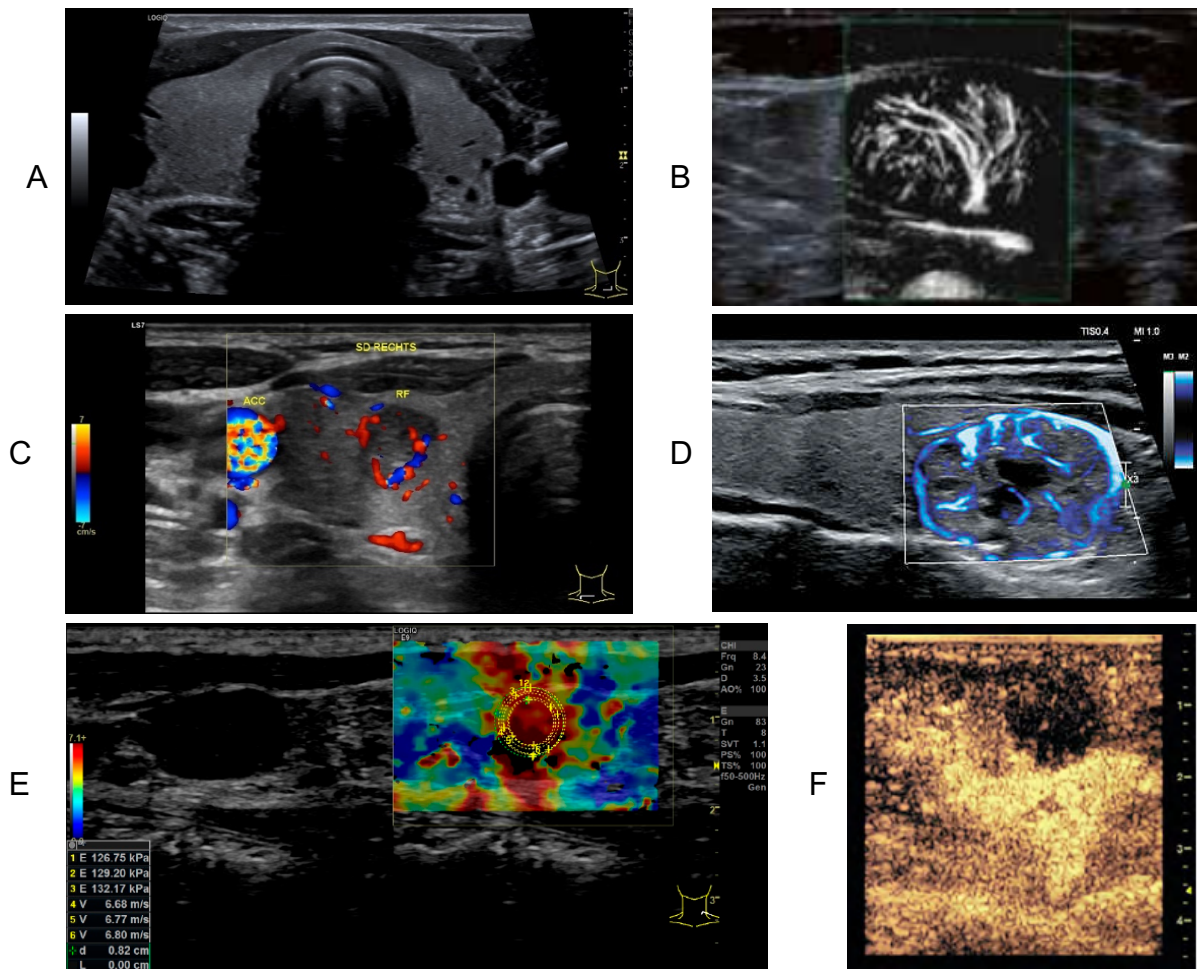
Verschiedene Ultraschall-Modi: A) B-Modus; B) MFI aus [51]; C) Farbdoppler; D) SMI aus [52]; E) Elastographie; F) Kontrastmittelsonographie (A,C,E,F - mit freundlicher Genehmigung von, Regensburg Deutschland).
